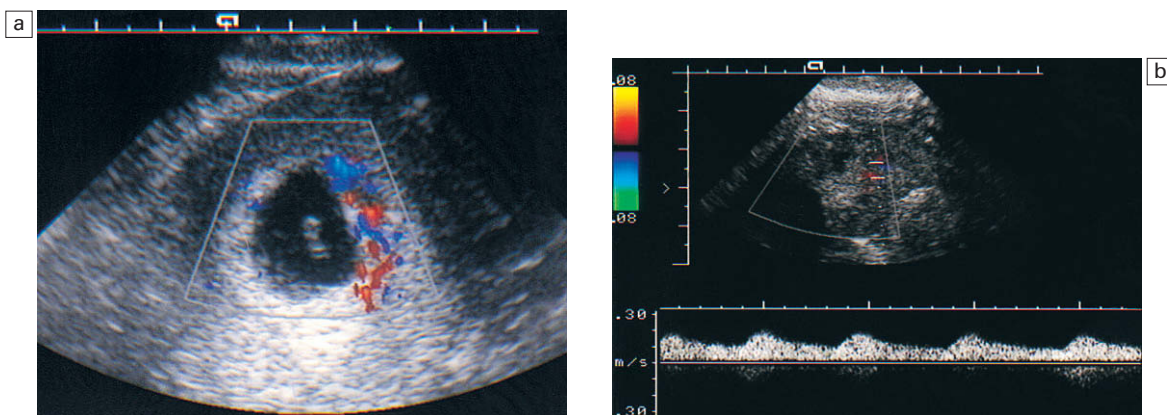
a) Patrón normal del flujo de color en el trofoblasto de un embarazo intrauterino normal de 7 semanas. (Esta paciente posteriormente interrumpió el embarazo). b) Trofoblasto vascular en la región anexial. Doppler color y espectral que muestra flujo de baja resistencia, lo cual implica un trofoblasto activo y sugiere la necesidad de administrar metotrexato como tratamiento médico o bien una intervención quirúrgica.
